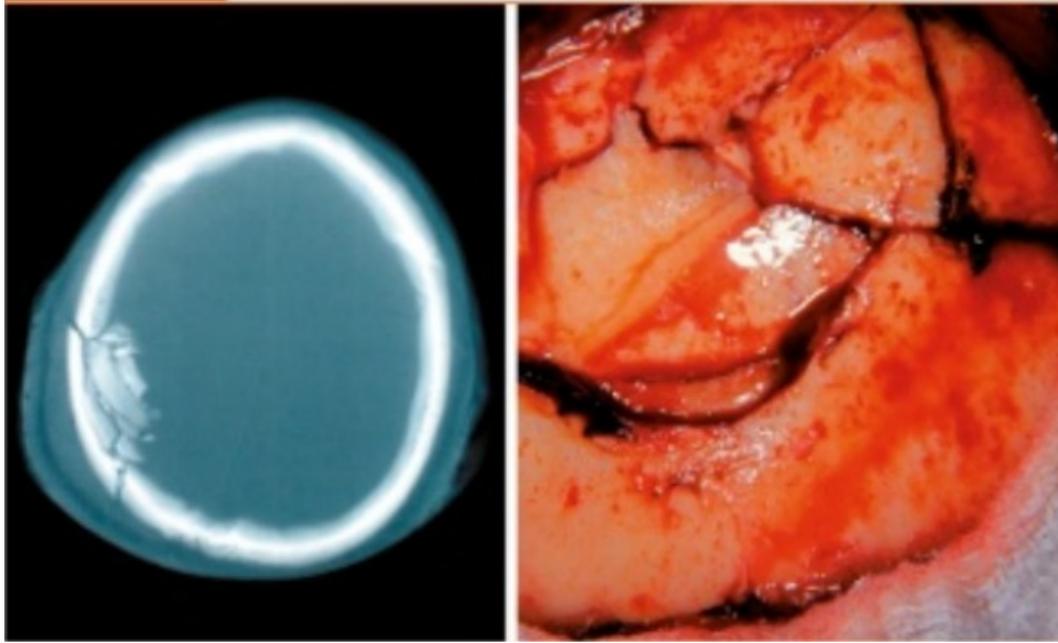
A. Radiografía de cráneo. Se observa lesión con múltiples fragmentos en región parietooccipital. B. Lesión expuesta con múltiples fragmentos craneales deprimidos. Fuente: Amorosa M; Díaz F; García D. Manual CTO. 2018. (2).
